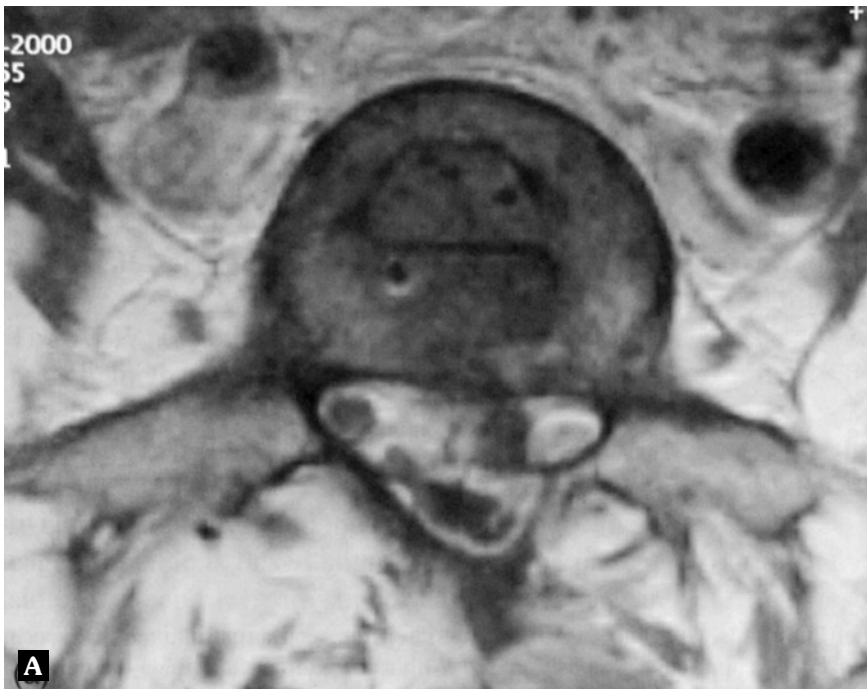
Κάθετη τομή σε MRI εμφυτευμένου δίσκου. Οι μονάδες PDN αρχικά τοποθετούνταν παράλληλα στην οβελιαία τομή.
